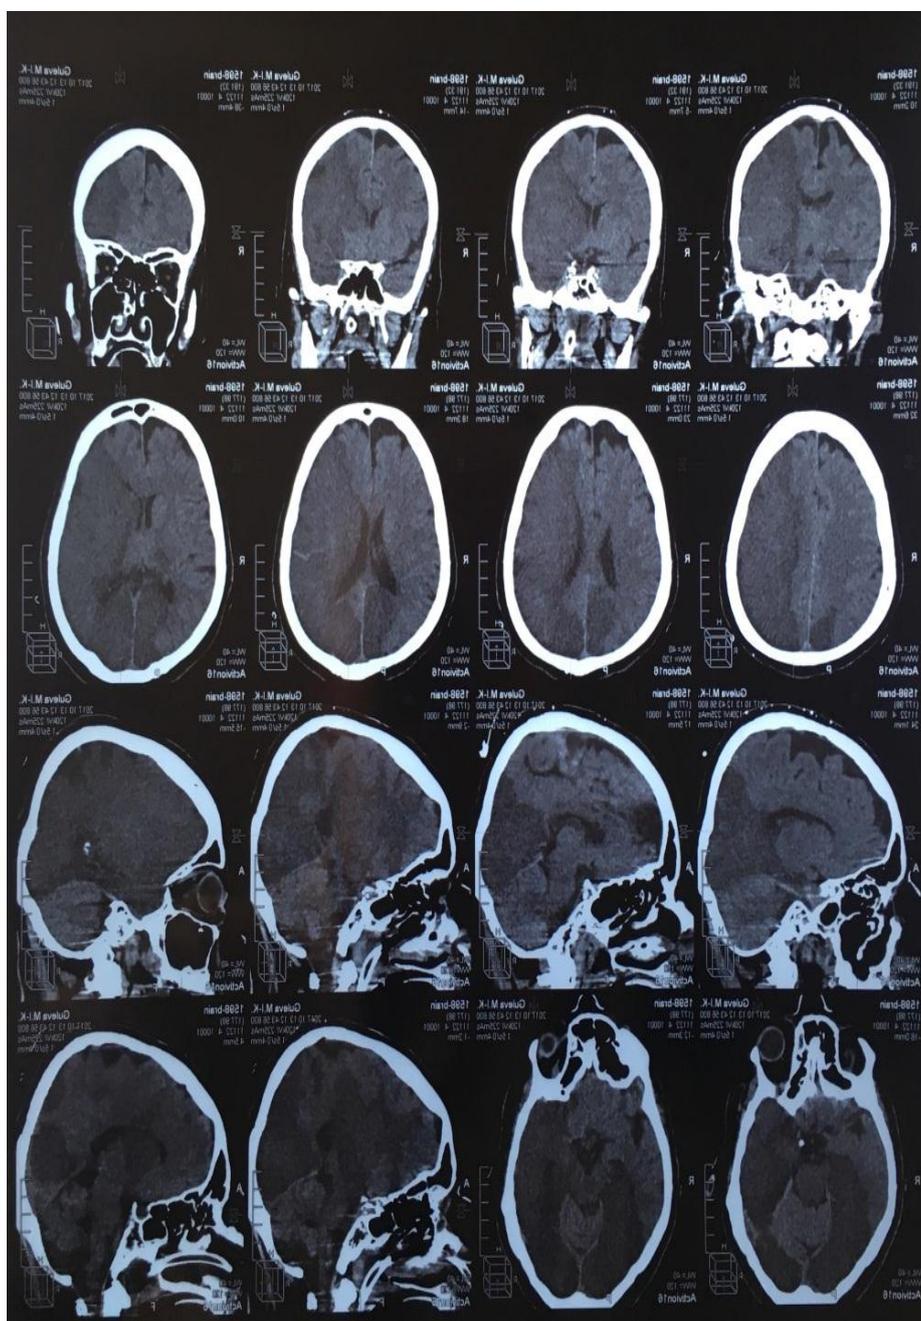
КТ головного мозга больной Г. от 11.10.2017 г.: картина обширного ОНМК по ишемическому типу в левой гемисфере мозга и правой затылочной доле с признаками нарастающей внутричерепной гипертензии
